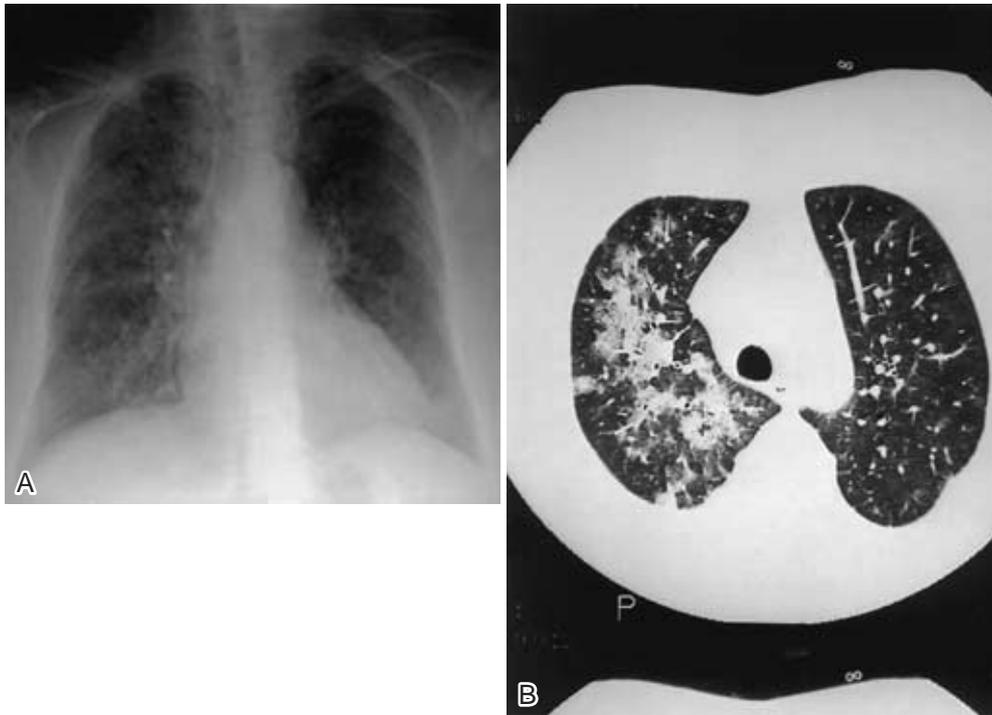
a, b a) Chest radiograph on admission showing ground glass appearance in both lower lung fields. b) Chest CT showing ground glass appearance and thickening of the interlobular septum in the right upper lobe. Partial air-space consolidation is present.
